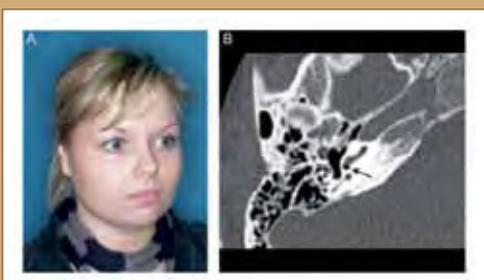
(A) Microtie de type lobule, stade 3. (B) Scanner CT de l'os pétreux avec une atrésie osseuse. La flèche pointe la fenêtre ronde.
